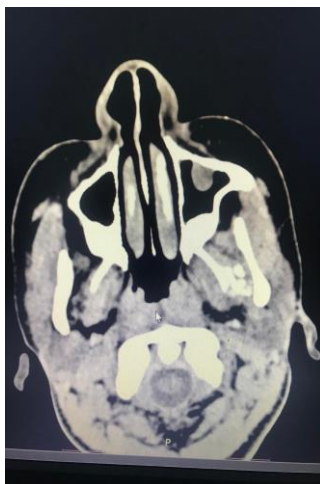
Aspect TDM montrant des calcifications du muscle ptérygoïdien médial
